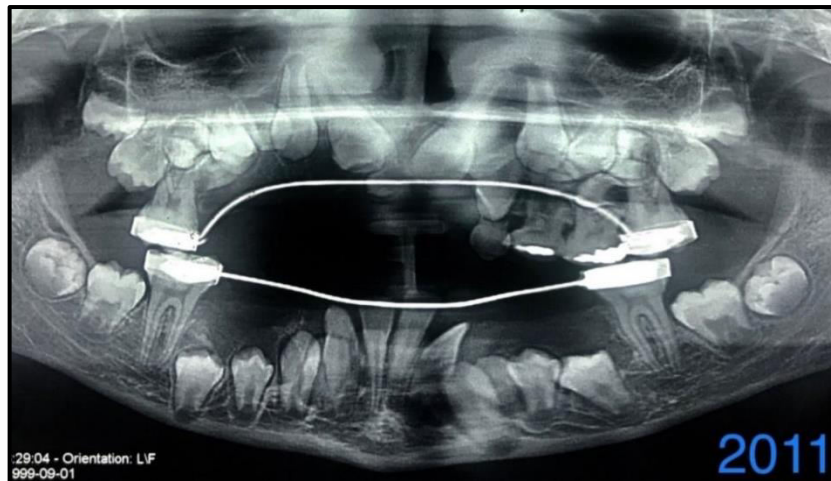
Radiografia panorâmica após realizadas as 23 exodontias.
